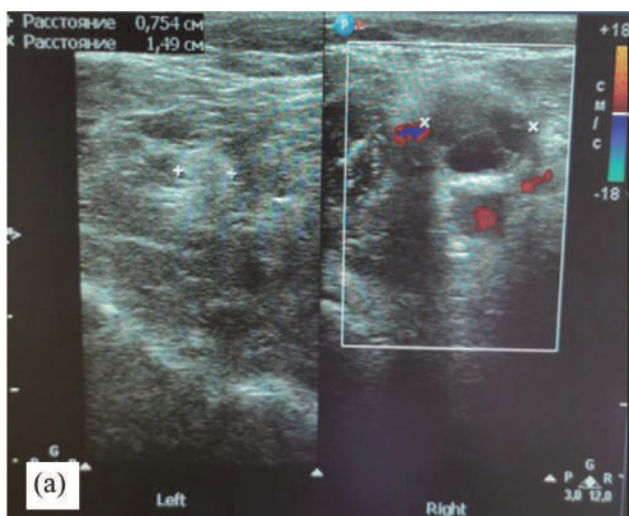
Ultrasound examination of the soft tissues of the thigh of the lower extremities, transverse image. Comparative images of the right and left sciatic nerves. Bulky formation of the soft tissues of the thigh of the right lower limb
